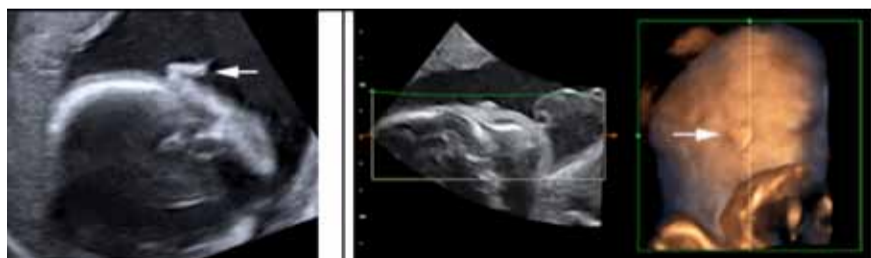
Sindrome di Treacher Collins. (Disostosi mandibulo-facciale o sindrome di Franceschetti- Klein). A sinistra, ecografia 2D alla 22^a settimana. Il padiglione auricolare appare dismorfico con un aspetto simile ad un'appendice.
